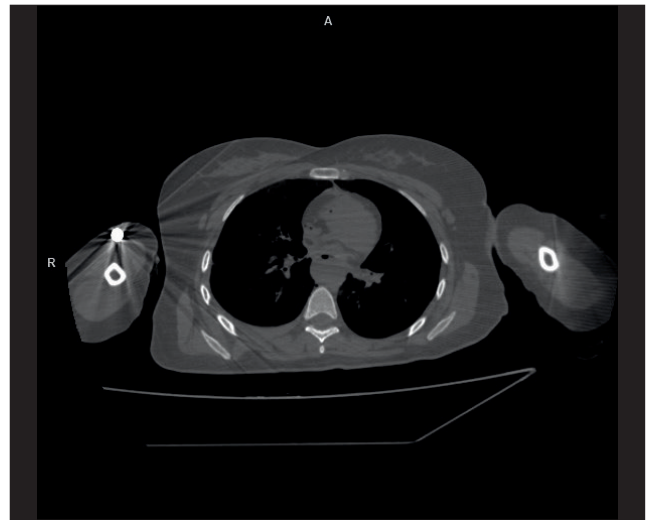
Компьютерная томография. Инородное тело (пуля) в мягких тканях правого плеча (труп гр-ки А.)
